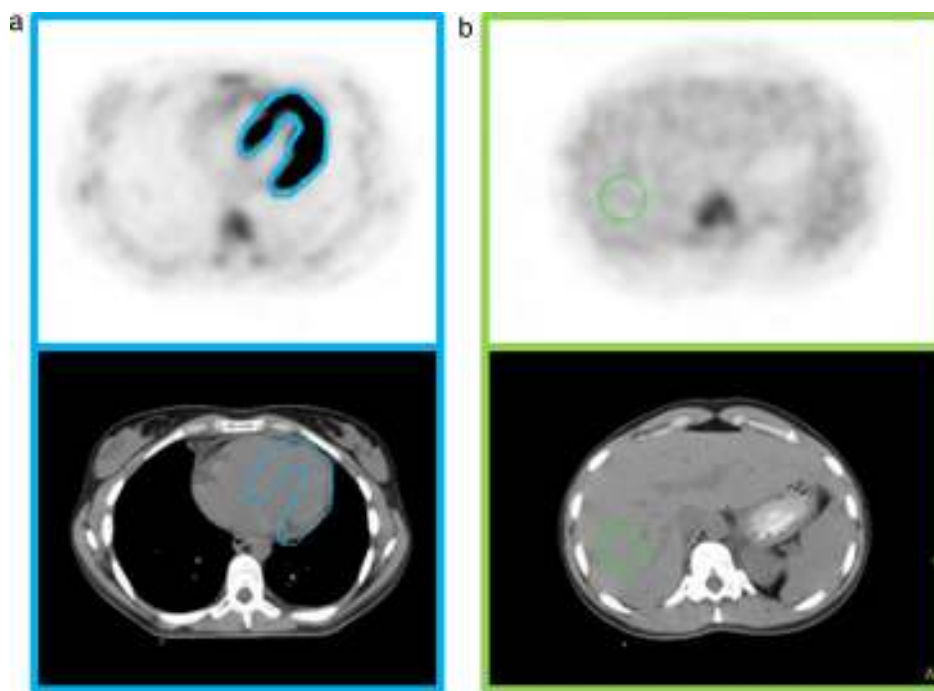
ROI tridimensionales sobre el ventrículo izquierdo y sobre el lóbulo hepático derecho utilizadas para el cálculo del SUVmáx corazón y relación SUVmáx corazón/hígado.
